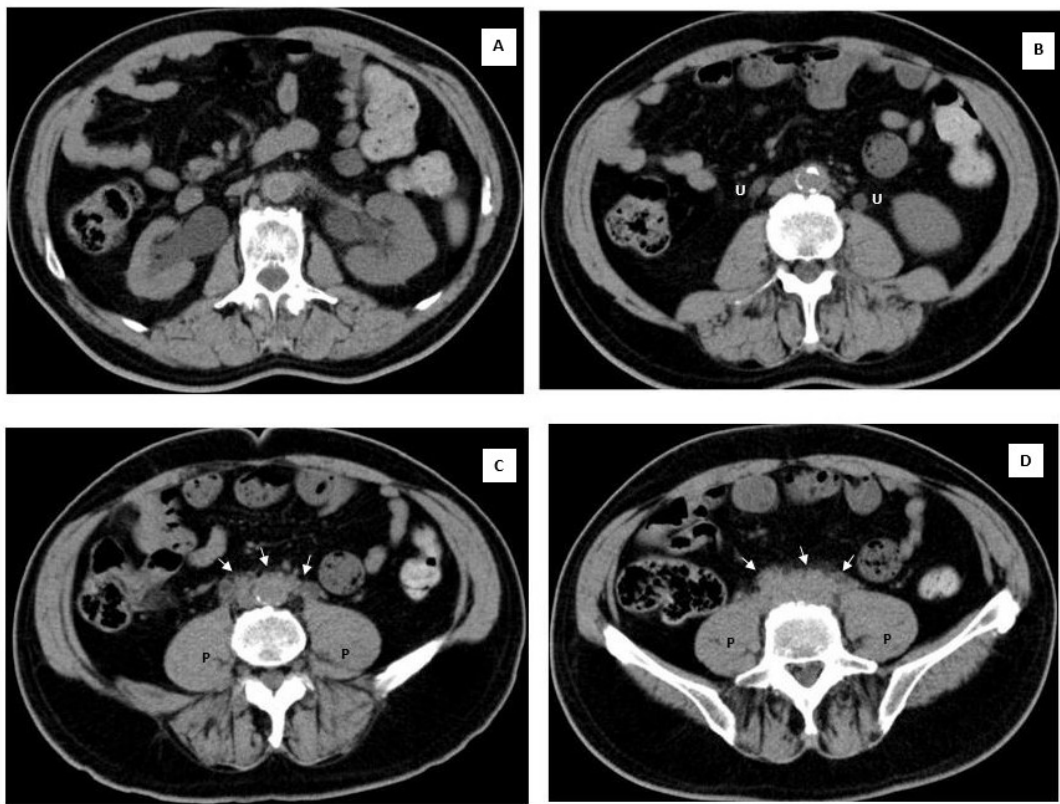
TC senza contrasto. Immagini in direzione cranio-caudale da A a D. A- Idronefrosi bilaterale. B- Ureteri "free" non ancora avvolti dalla fibrosi. C- Iniziale wrapping fibrotico degli ureteri e dell' aorta addominale. D- Massa retroperitoneale isodensa fra i muscoli psoas. U: uretere; P: psoas
